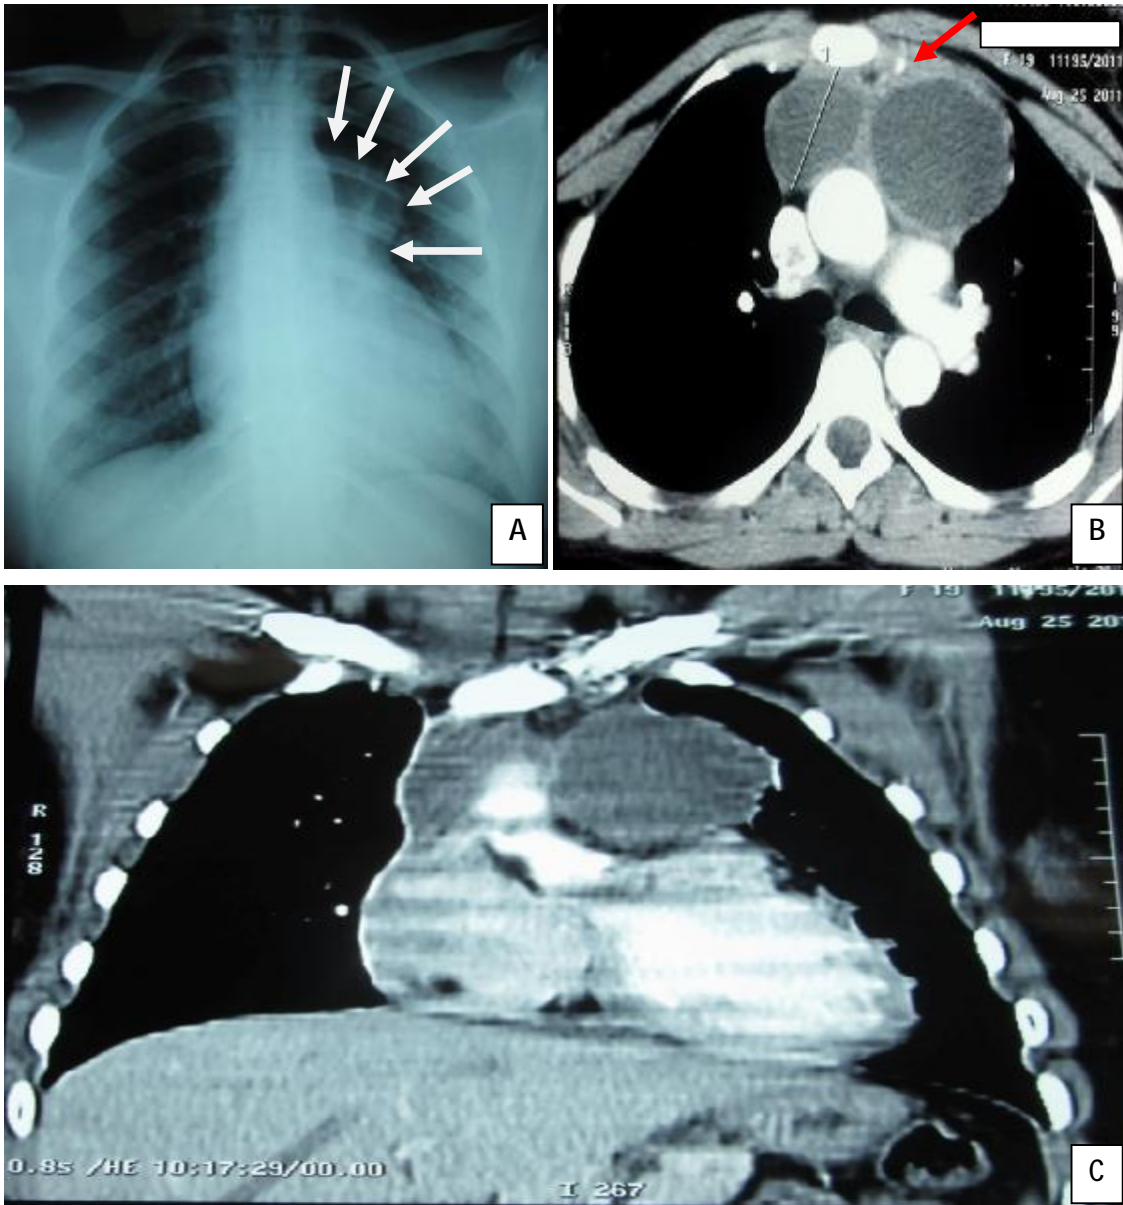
A : Radiographie thoracique de face : Opacité médiastinale antérieure.
